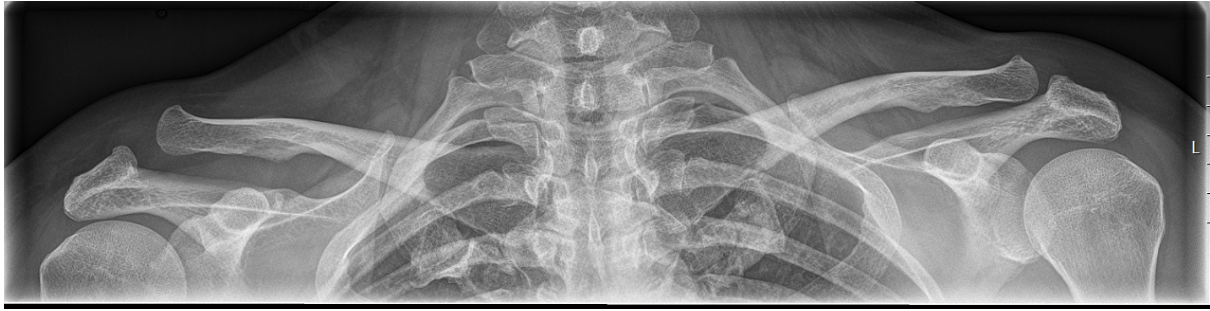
Panorama-Röntgenaufnahme mit Darstellung beider Klavikulae
